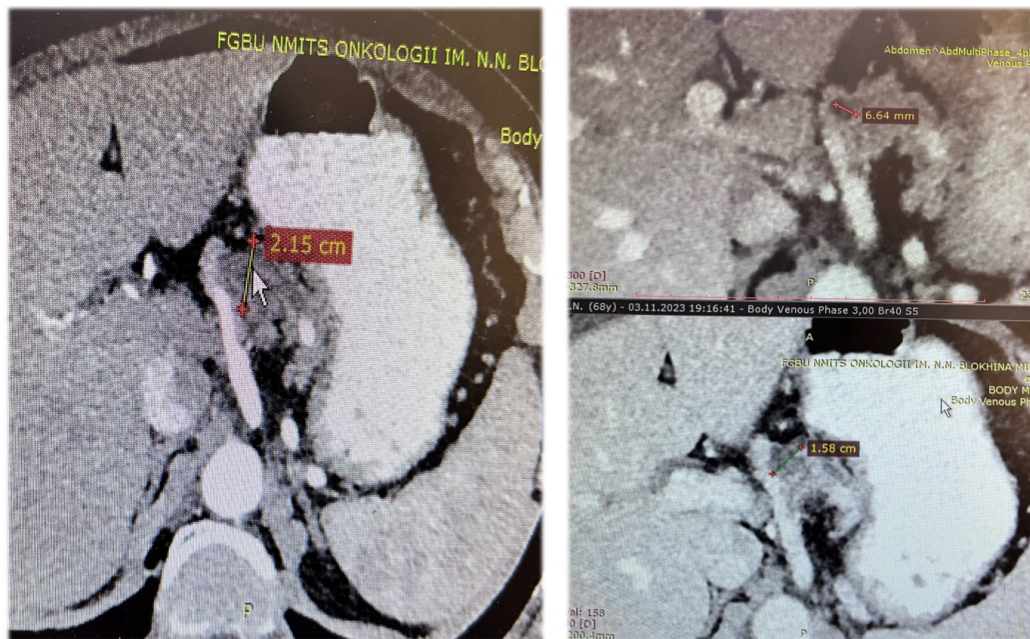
МСКТ пациента Б. Указаны размеры новообразования с кистозным компонентом, прилежащего к верхней брыжеечной артерии
